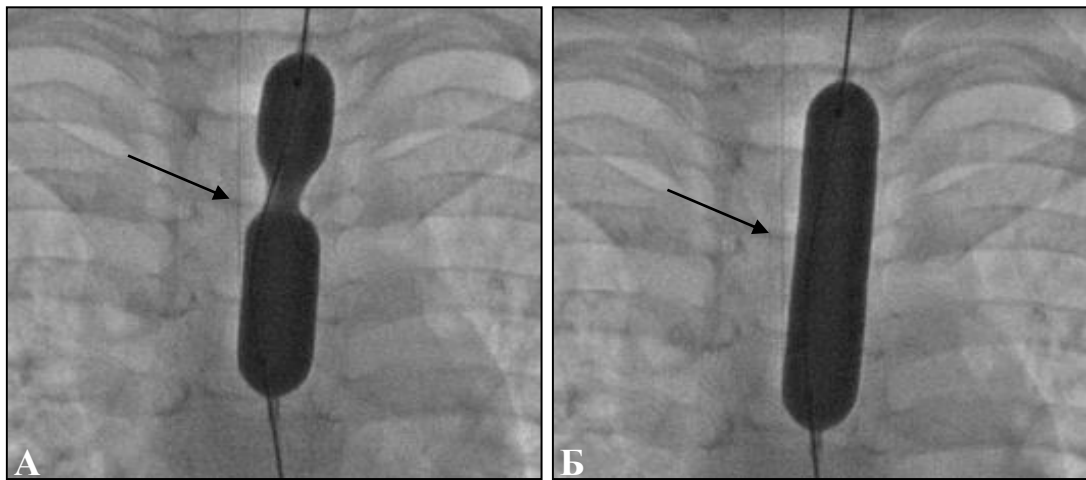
Рентгеноскопия пациентки Н., 7 лет: наполнение баллона (А) и расправление «тали» стриктуры (Б).
